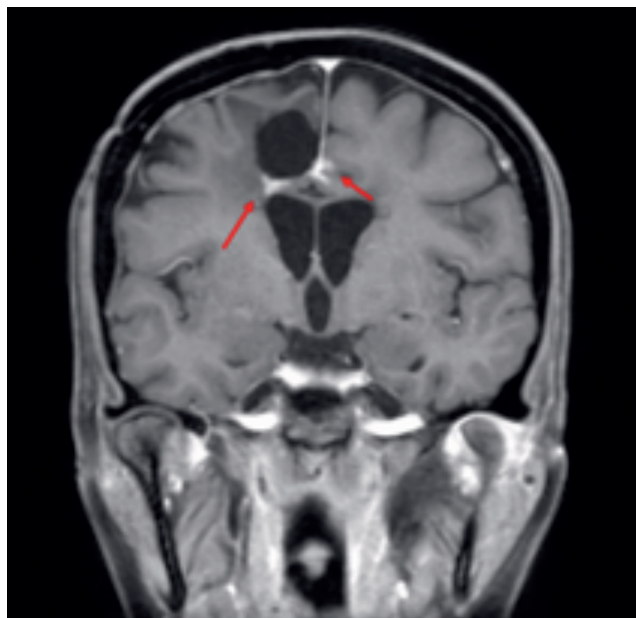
Risonanza magnetica (RM) encefalica eseguita nel settembre 2014: progressione di malattia lungo il bordo del cratere chirurgico.
